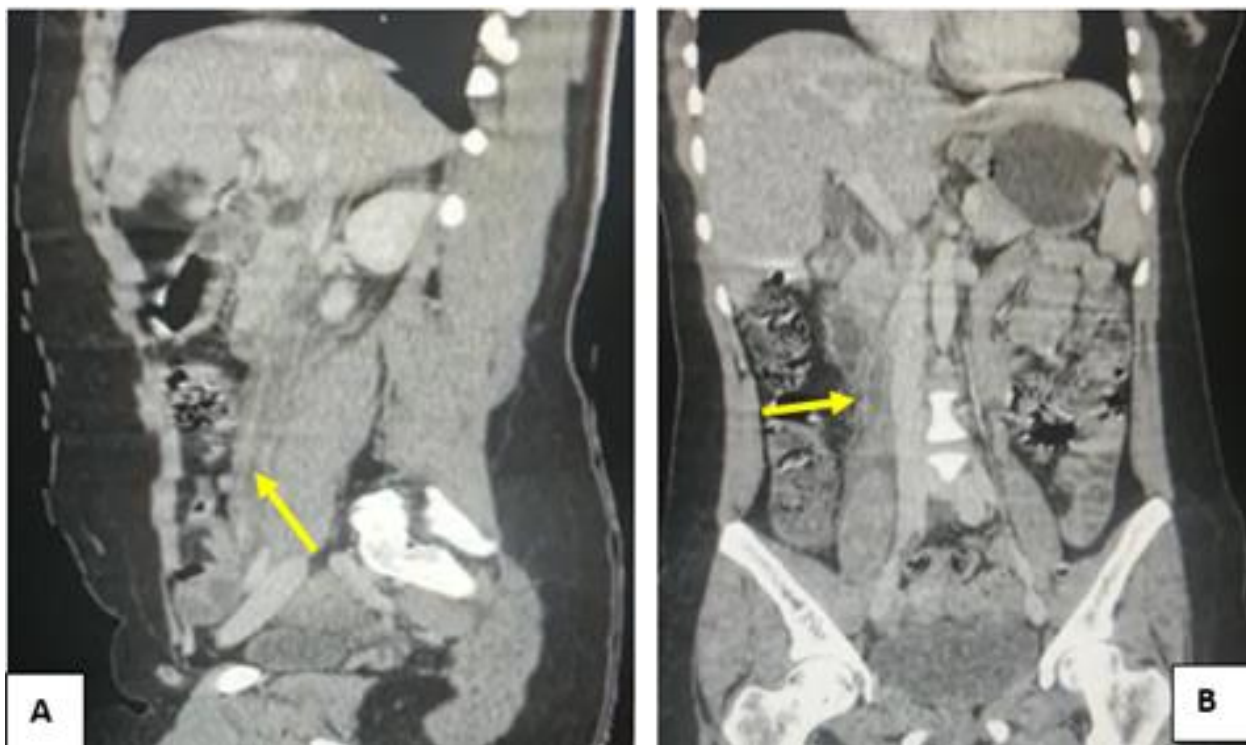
A. Coupe TDM sagittale après injection veineuse : thrombose diffuse de la veine ovarienne droite sur toute sa longueur avec une hypodensité centrale et un rehaussement pariétal (flèche). B. Coupe TDM coronale après injection veineuse : thrombose diffuse de la veine ovarienne droite sur toute sa longueur avec une hypodensité centrale et un rehaussement pariétal (flèche).
